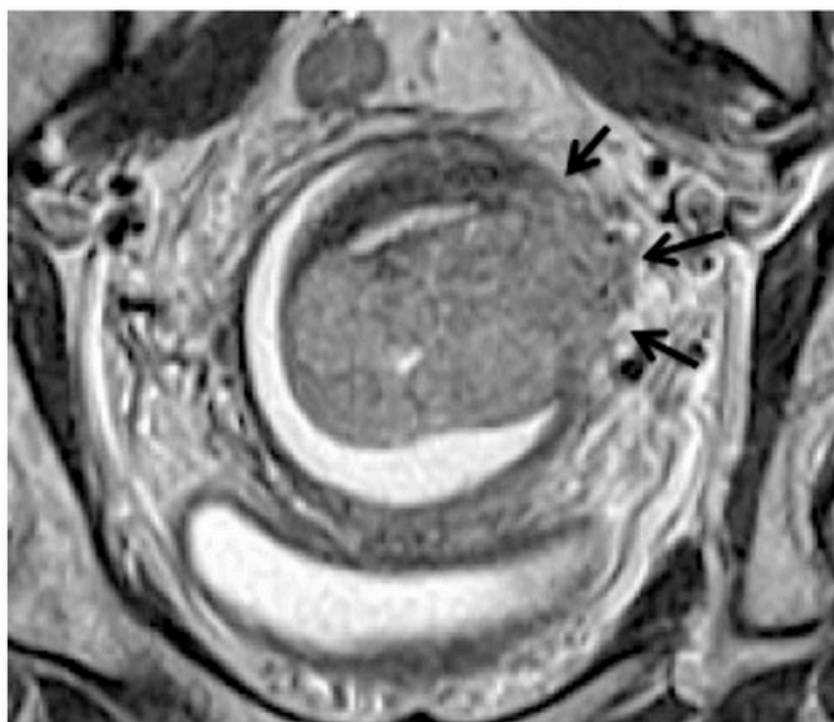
Магнитно-резонансная томограмма органов малого таза у больной инвазивным раком шейки матки (T2 взвешенное изображение в проекции перпендикулярной цервикальному каналу). Стрелками указана опухолевая инвазия в левый параметрий, справа между стенкой влагалища и опухолью определяется слой раствора крахмала. Наличие опухолевой инвазии в окружающей клетчатке характеризуется появлением зон неправильной клиновидной формы, имеющих сниженный сигнал по сравнению с высоким сигналом от жира. Обширные опухолевые инфильтраты зачастую могут сопровождаться одно- или двусторонним вовлечением мочеточников, что приводит к их блоку и расширению в выходящих отделах (рис. 6.7).
